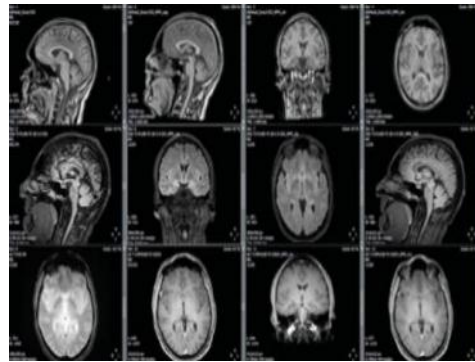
image obtenue par l'IRM [19]
